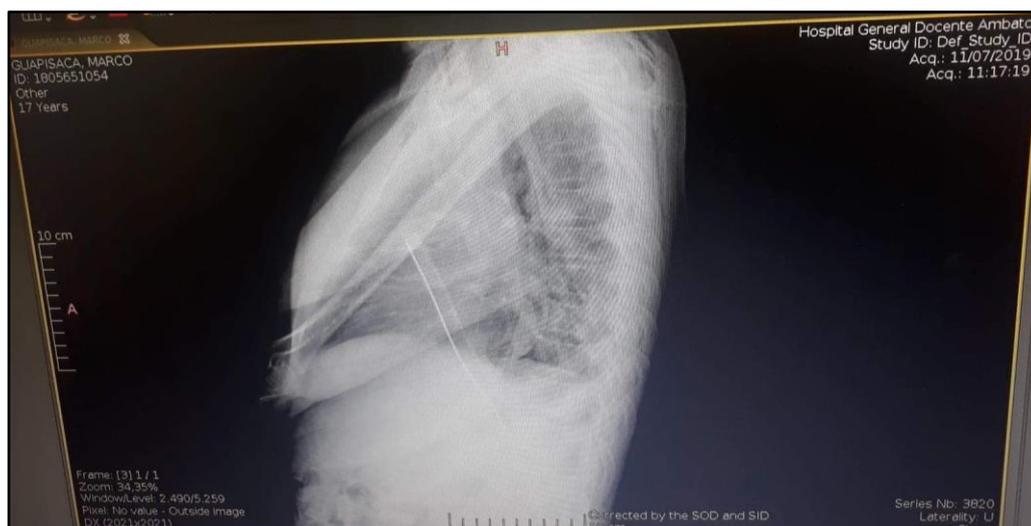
Radiografía de tórax lateral de control
